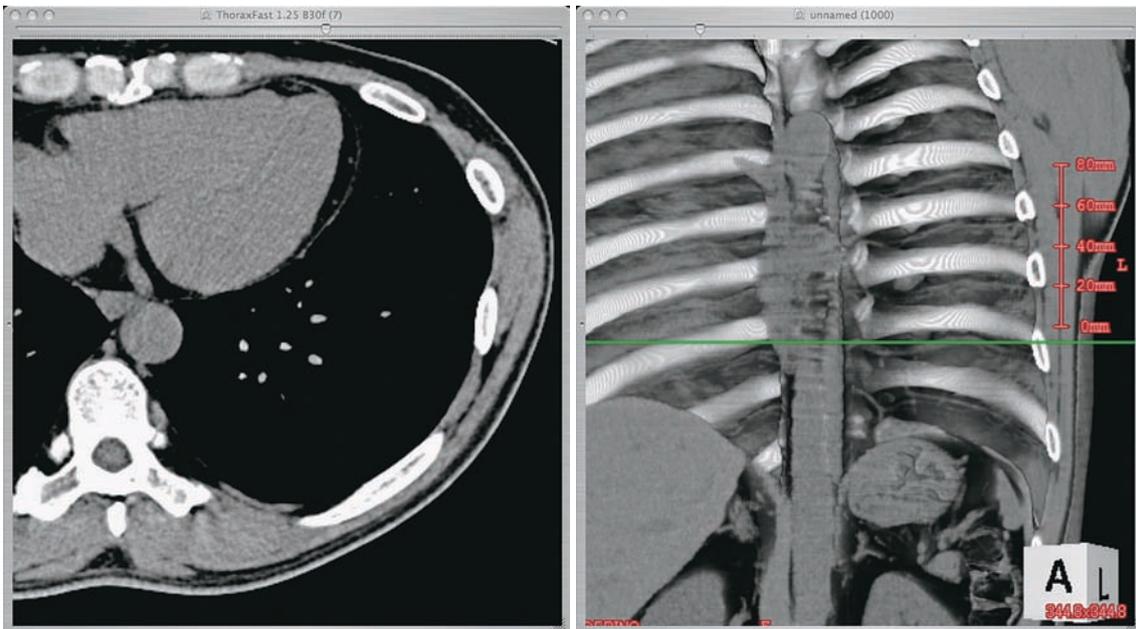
左：CT画像（縦隔条件） 右：胸壁3D表示
